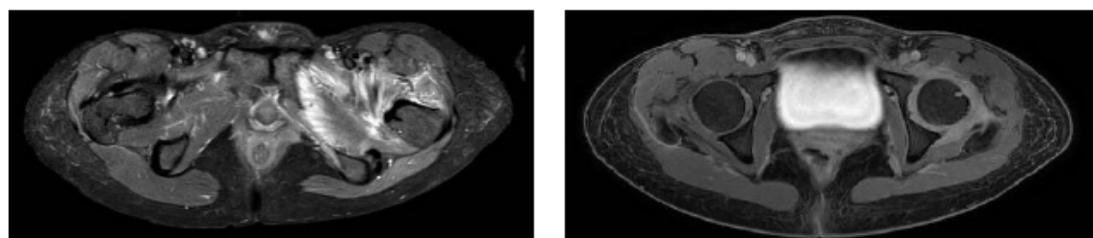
Resonancia magnética de pelvis control: progresión de la sinovitis de la coxofemoral izquierda, con leve subluxación, con abundante miositis adyacente, asimetría de los psoas.
